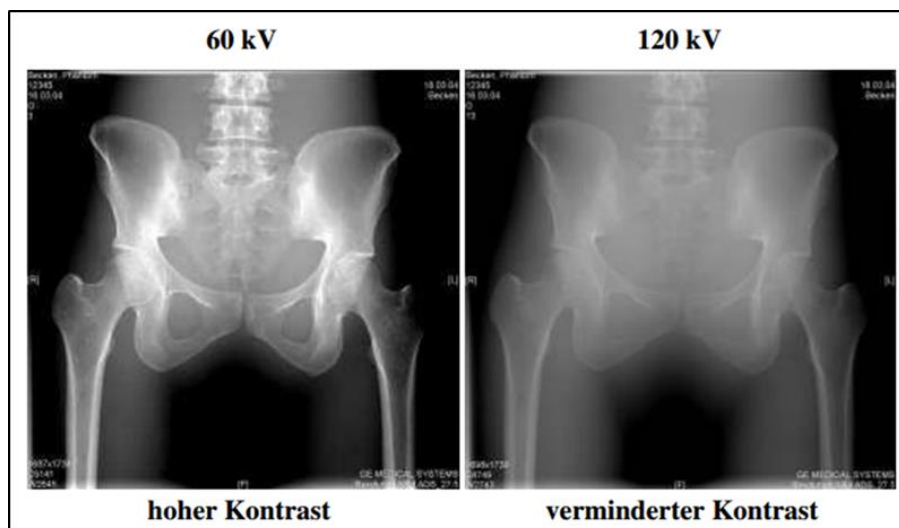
Röntgenaufnahme mit verschiedenen Anodenspannungen
